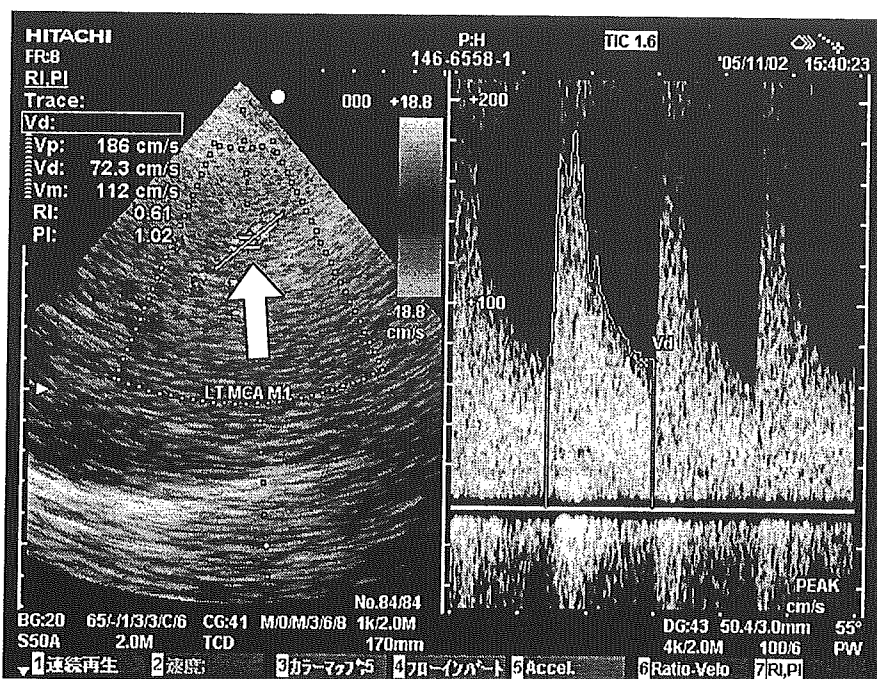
側頭骨ウィンドウから測定した左MCA (M1)のTC-CFI (左, 矢印)とドプラ波形(右)
